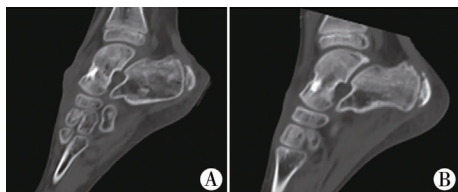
距骨骨母细胞瘤患儿术后12个月和术后18个月CT检查结果 注 A:手术12个月; B:术后18个月
